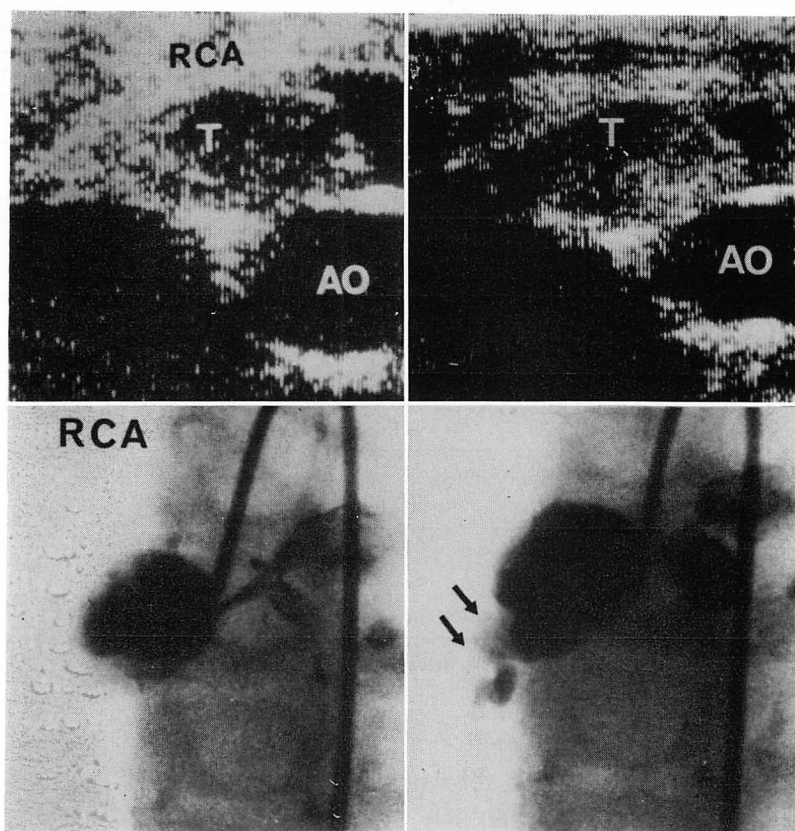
Two-dimensional echocardiograms and coronary angiograms in a case of Kawasaki disease with myocardial infarction (Case 1: 2-year-old girl).
